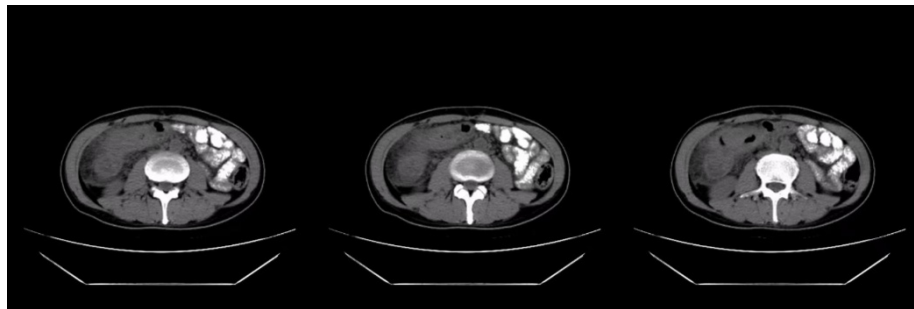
On December 7, 2020, CT of the upper abdomen revealed colon and hepatic flexure colon cancer with peripheral infiltration
